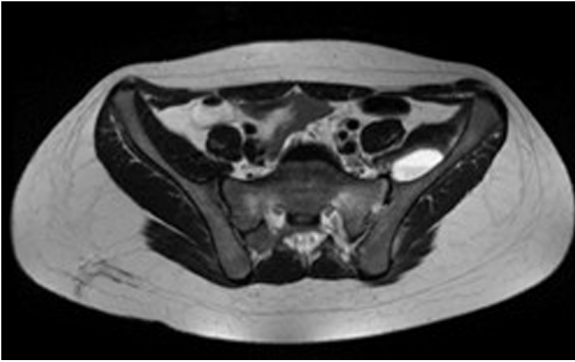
Corte axial de imagen por resonancia magnética secuencia T2 de artritis sacroilíaca, osteomielitis en hemisacro y hueso ilíaco izquierdo.
